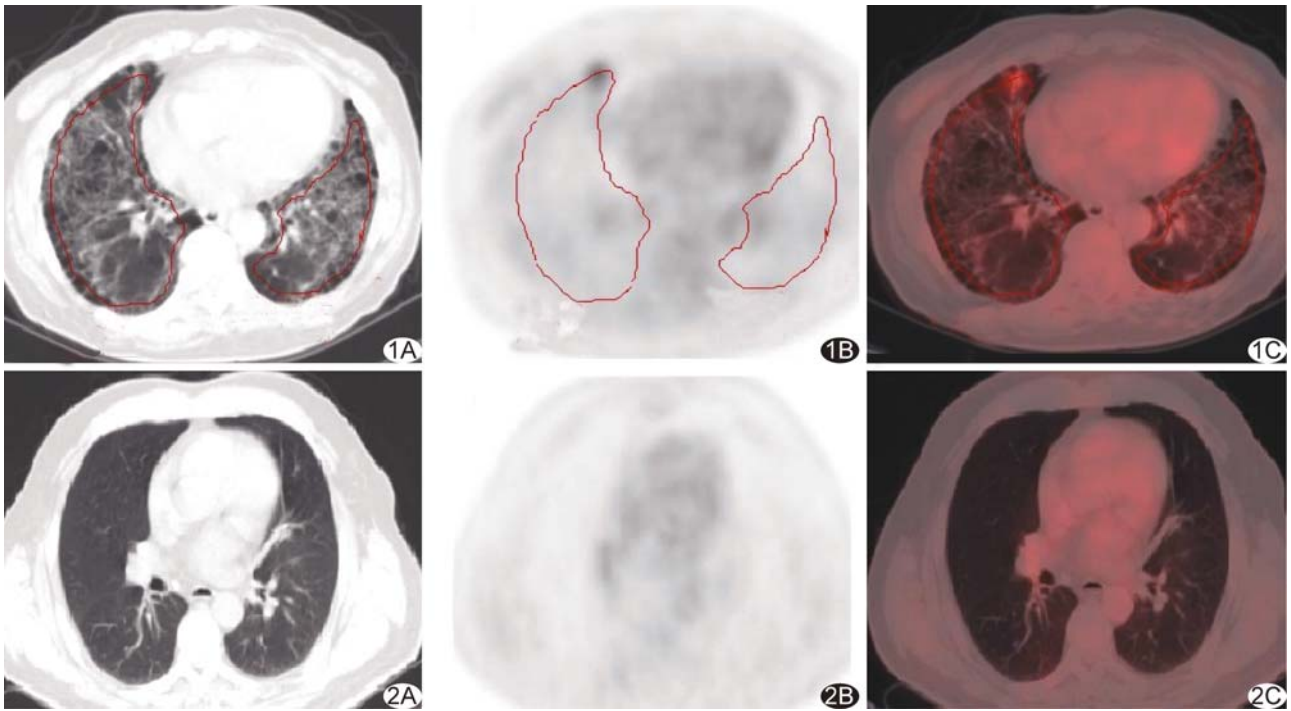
患者男, 59 岁, IIP 组内 IPF 亚组 A. CT 图像; B. PET 图像; C. PET/CT 融合图像 (红色曲线示 ROI 勾画方法) 图 2 患者男, 59 岁, 对照组 A. CT 图像; B. PET 图像; C. PET/CT 融合图像
